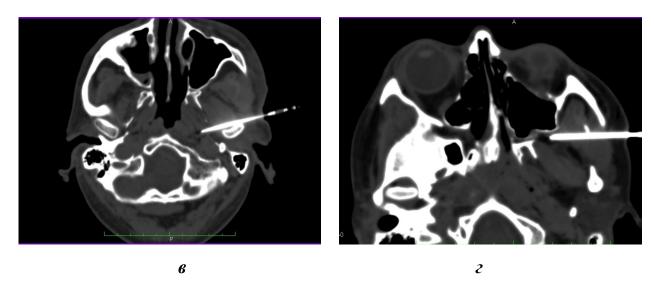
Контрастные средства и положение установленных катетеров: а — рентгеноконтрастный препарат йопамидол (Scanlux 300 mg/ml); б — рентгеноконтрастный препарат йогексол (Омнипак 350 mg/ml); в — «катетер на игле» (18G), подведённый к овальному отверстию (игла-интродуктор не извлечена); г — катетер (18G) с внутренней иглой, подведённый к круглому отверстию
